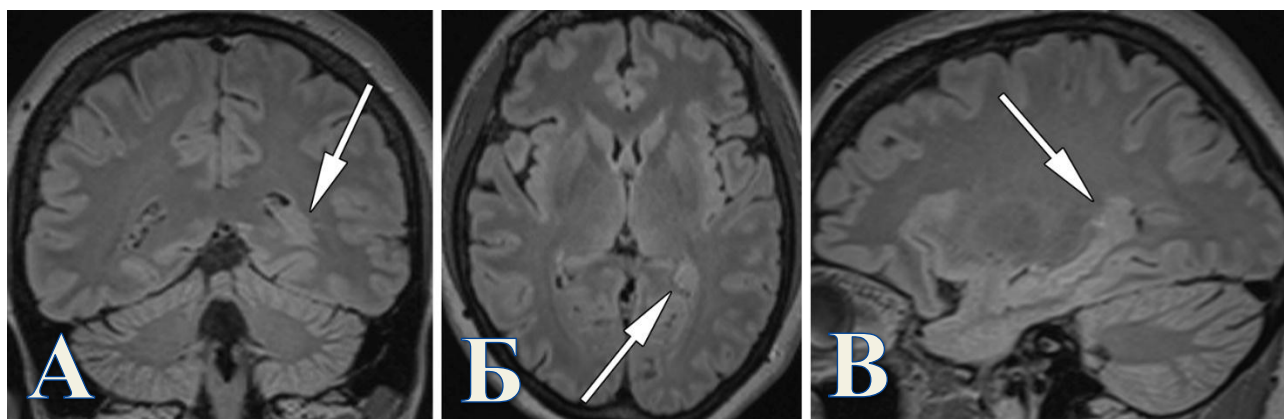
МРТ головного мозга в последовательности T2-ВИ FLAIR пациентки М. на этапе проведения неинвазивной предхирургической диагностики. Стрелками указан очаг гетеротопии в области треугольника левого бокового желудочка. А. Коронарная проекция. Б. Аксиальная проекция. В. Сагиттальная проекция.
